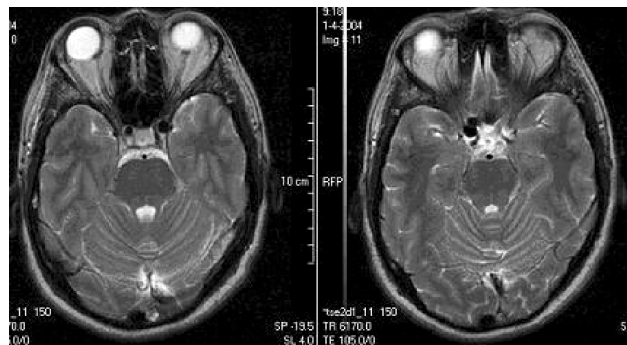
Cortes axiales de RM potenciada en T2. Se observa dilatación bilateral de arteria carótida supraclinoidea, que en el lado derecho comprime el nervio óptico.
